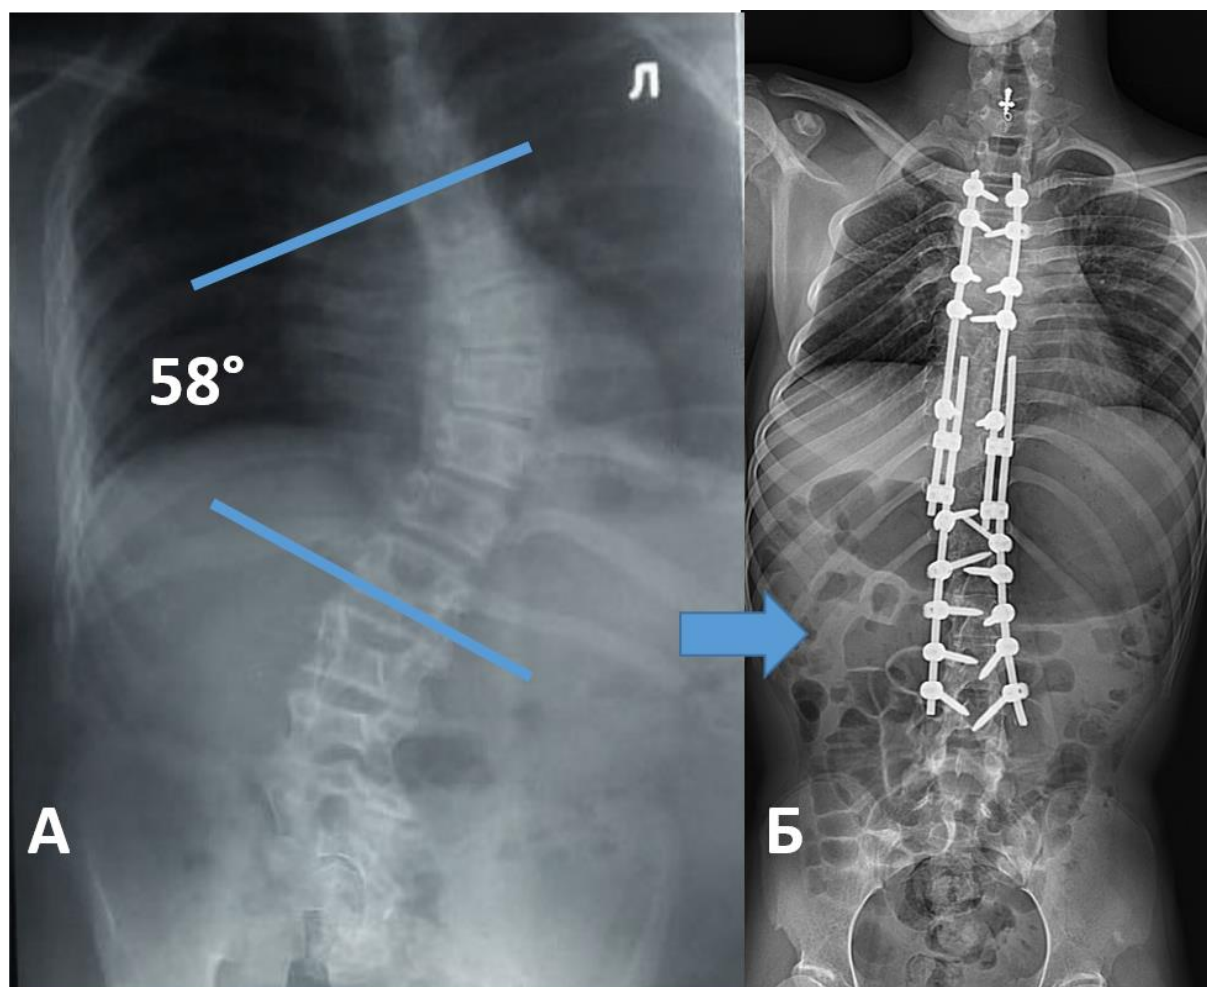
А – рентгенография пациента С до оперативного лечения. Б – результат первичного хирургического вмешательства.
